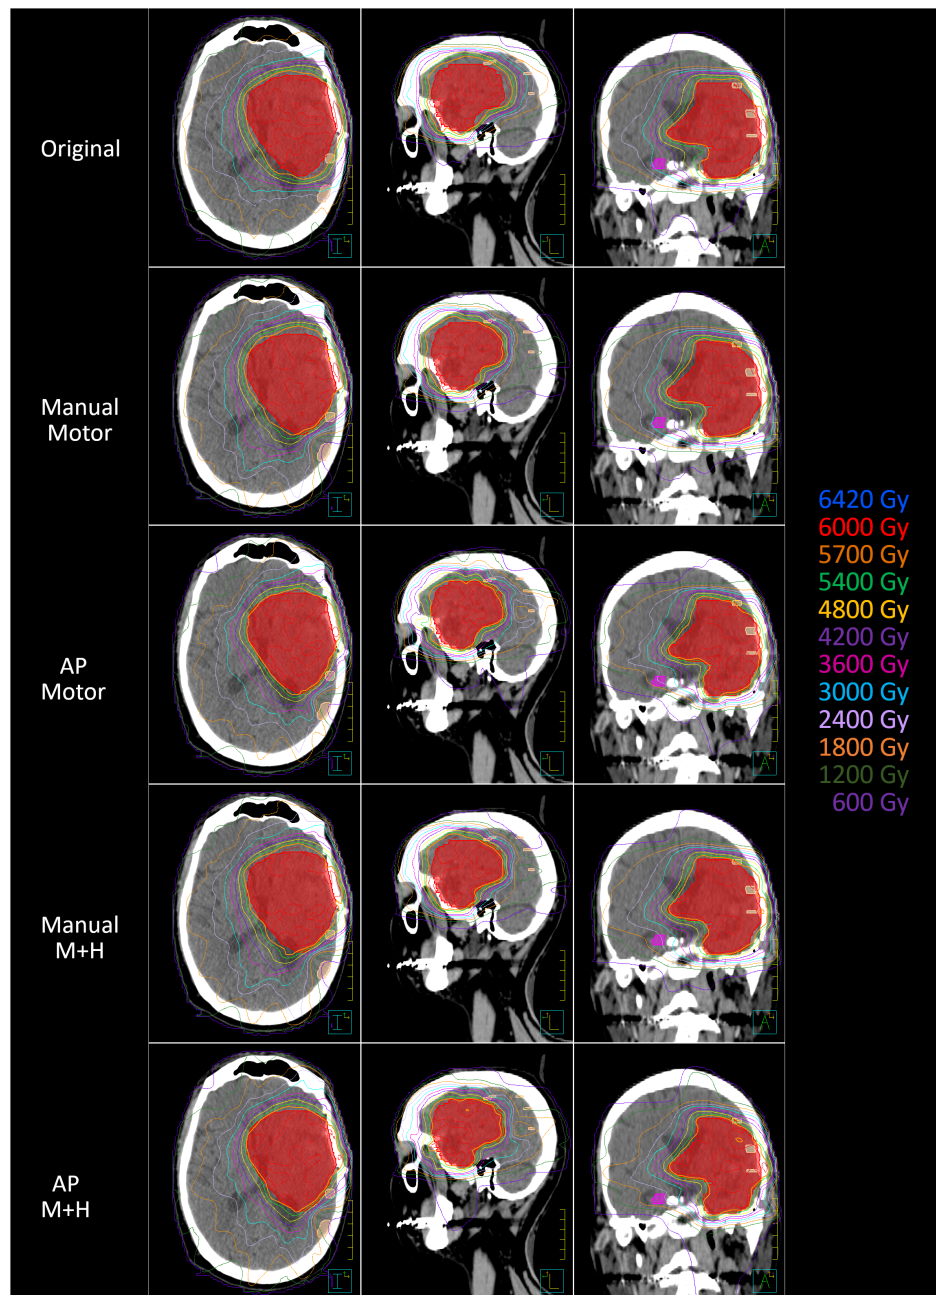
Beispiel für die Dosisverteilung im Planungs-CT bei GBM. axiale (links), sagittale (Mitte) und koronale (rechts) Spalte PTV= rote Farbe, motorischer Kortex= Hautfarbe, kontralateraler Hippocampus = rosa Farbe.
